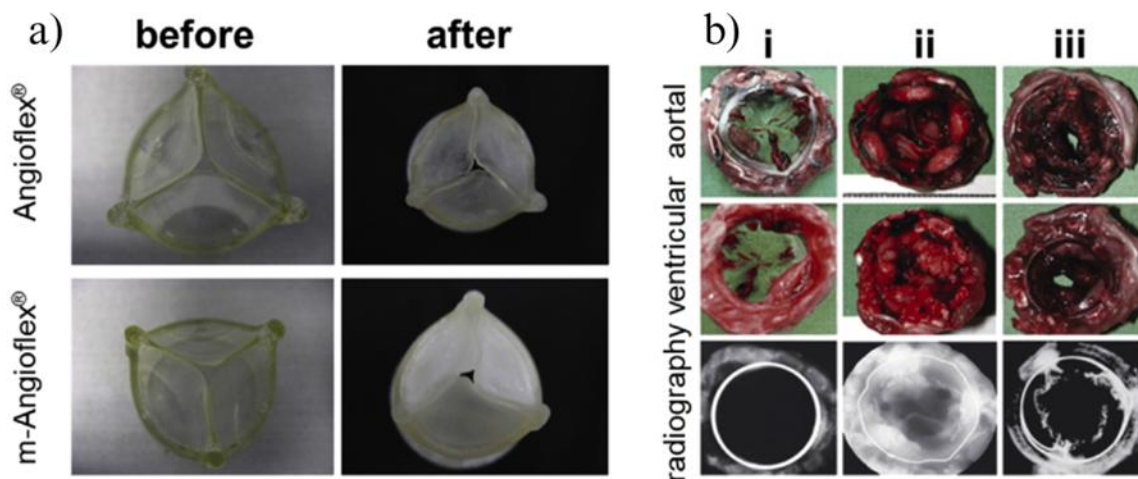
Válvulas Angioflex® e Angioflex® modificadas com bifosfonato (poliuretano à base de poliéter) antes e depois da calcificação (A). Exames adicionais revelaram que a natureza da calcificação difere entre os dois materiais. (B) Válvulas cardíacas de poliuretano de carbonato após 20 semanas de implantação (i) comparadas com Mosaic® após 10 dias (ii) e Perimount® após 30 dias (iii). Nenhuma calcificação visível pôde ser detectada nas válvulas de poliuretano de carbonato por radiografia, em contraste com as amostras de Mosaic® e Perimount® [17].
